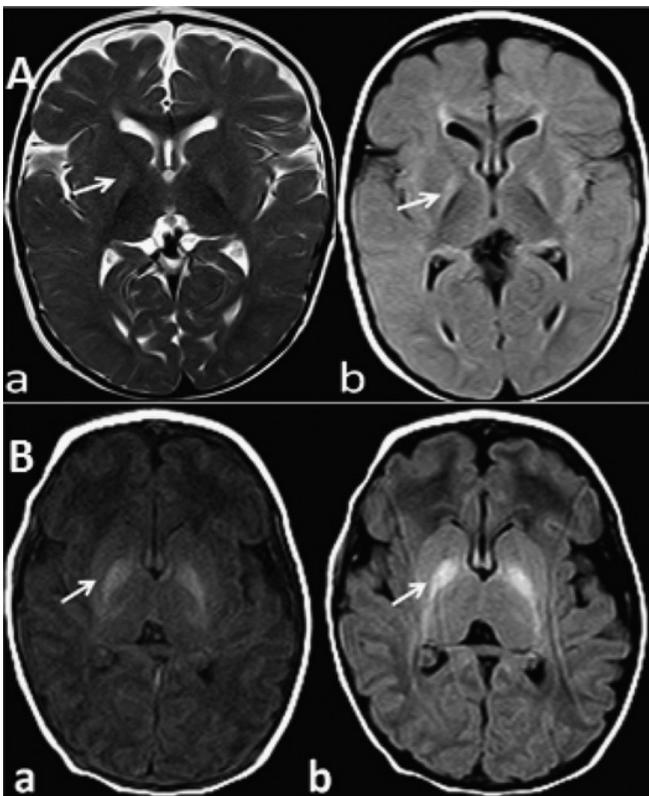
A: Imágenes a nivel de ganglios basales a los 10 meses de vida (caso 1) corte axial T2 (a) y Axial Flair (b) que muestra una excesiva hiperintensidad de ambos globos pálidos (flecha blanca). B: Imágenes axiales en T1 (a) y FLAIR (b) a nivel de ganglios basales a los 12 días de vida (caso 2) que muestra hiperintensidad en globos pálidos (flecha blanca).
